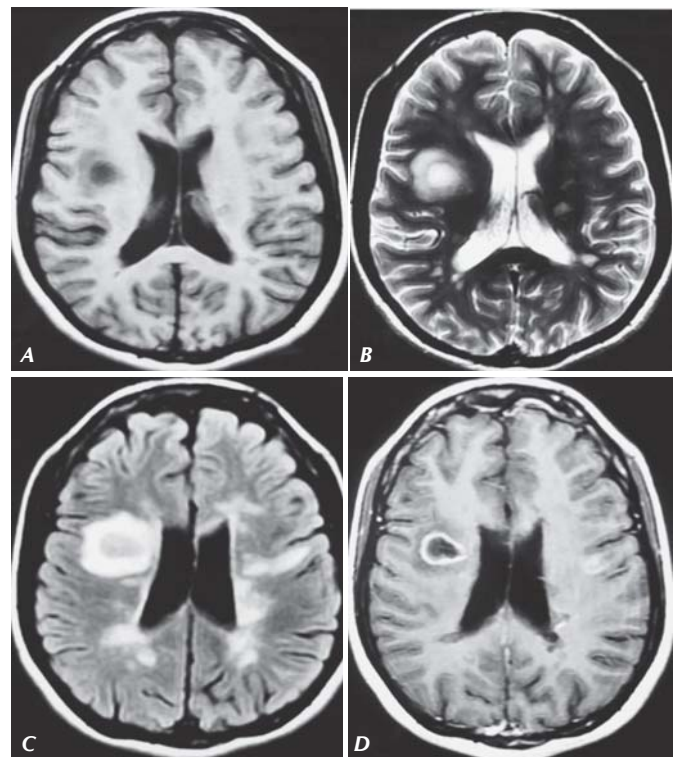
RM de cráneo en secuencias T1, T2, FLAIR y T1 contrastada, con evidencia de una lesión desmielinizante concéntrica frontal derecha (A, B, C y D), en coexistencia con placas típicas de EM bi-hemisféricas (B y C). Con reforzamiento a la aplicación de material de contraste (D).
